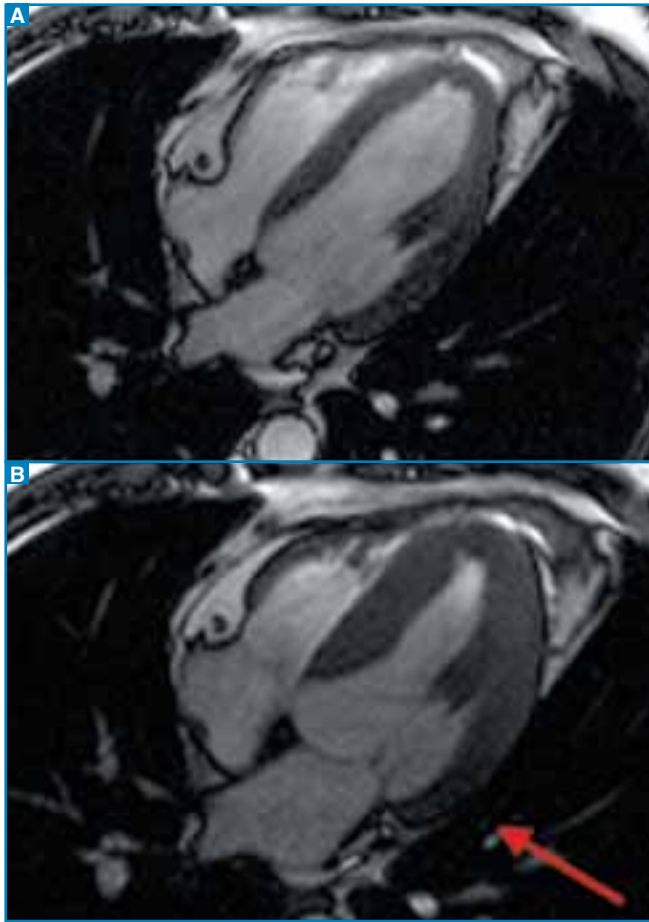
IRM cardiaque. Coupe horizontale long axe en CINE écho de gradient équilibré (True Fisp). Analyse de la viabilité par étude de la cinétique segmentaire. A. image normale en diastole, pas d'amincissement pathologique du myocarde. B. absence d'épaississement systolique en latéro-basal, inchangée après stress à faible dose de dobutamine. Absence de viabilité.
